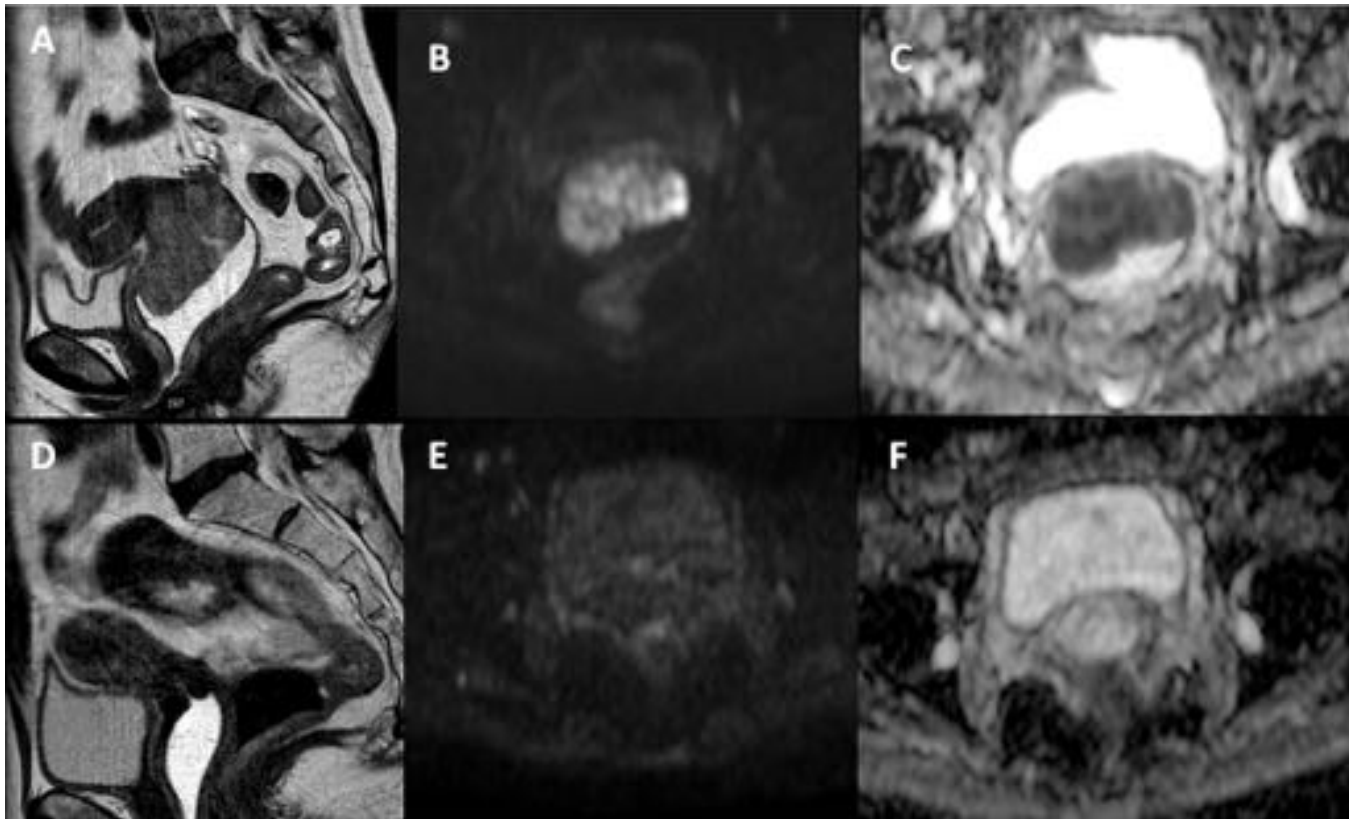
Neoplasia de cérvix uterino antes y después del tratamiento con RT. Imagen de RM sagital T2 (A) que muestra masa cervical, con alta señal en difusión B 1000 (B) y bajo ADC (C). Tras tratamiento se observa reducción del volumen, con fibrosis y disminución de señal en difusión y aumento del ADC (D, E y F respectivamente).
